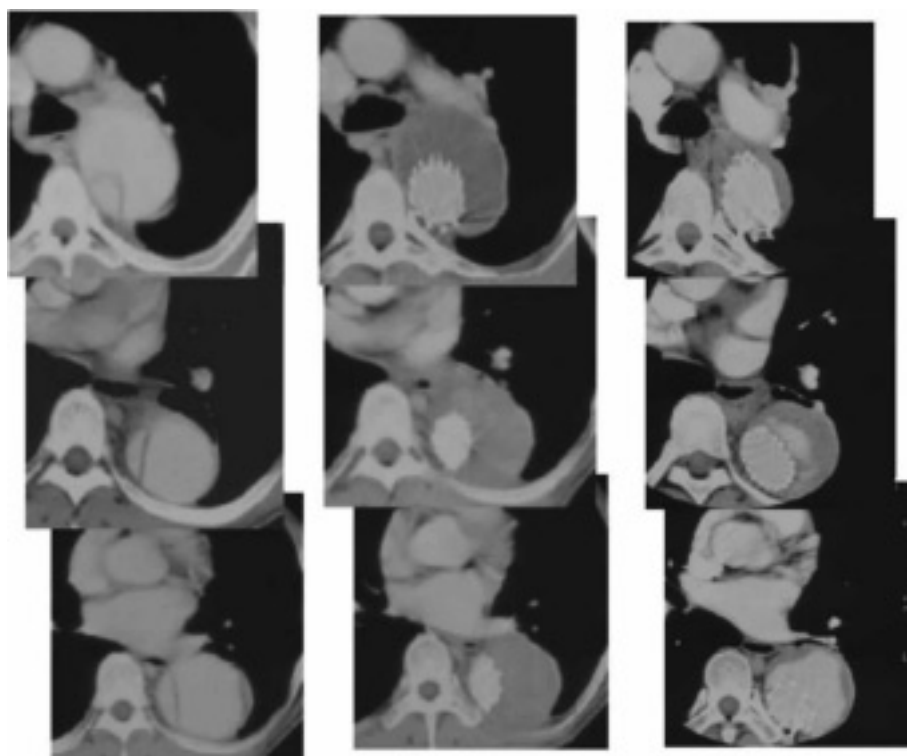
CT findings of a patient with type B aortic dissection treated by stent grafting.
